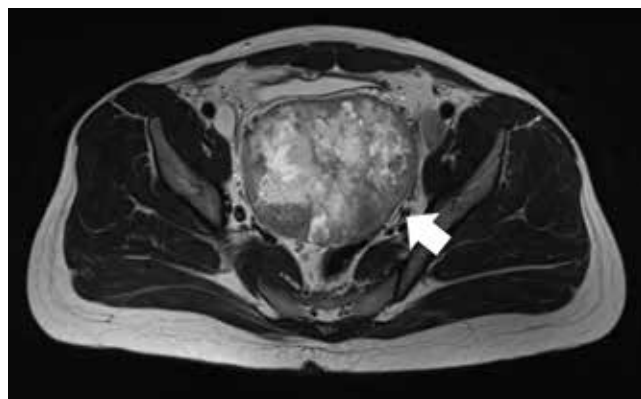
МРТ-сканы от 12.09.2022
